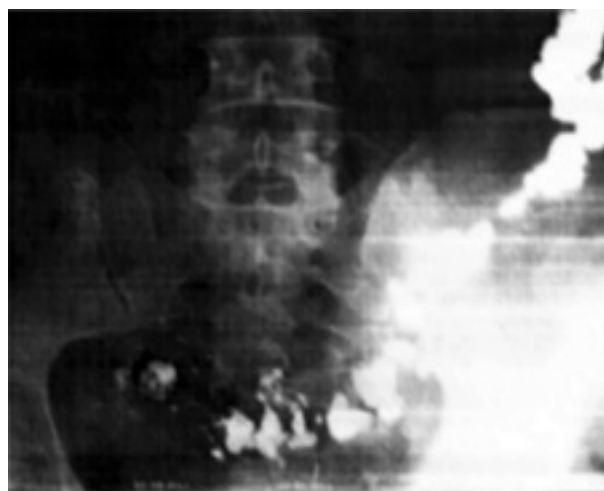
Рентгенограмма толстой кишки.
